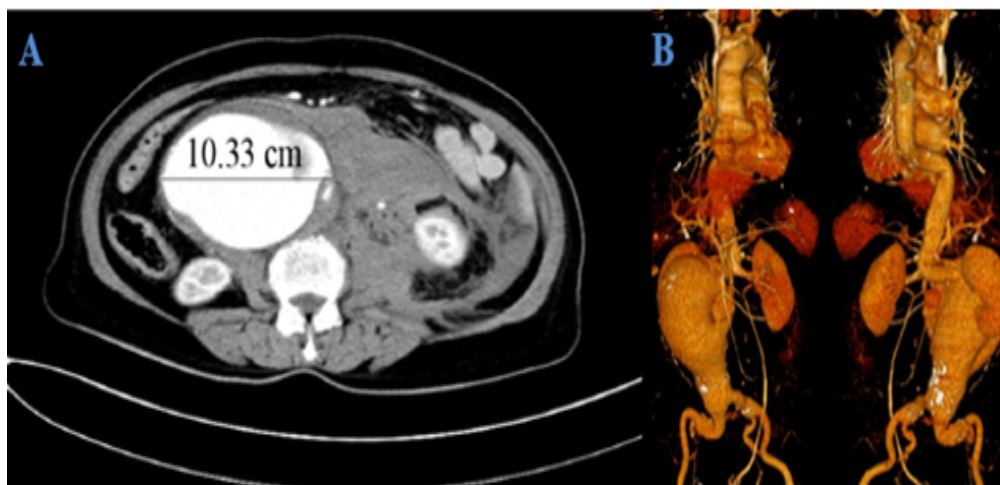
Estudo pré-operatório de AAA por TC; A- imagem axial por TC com AAA em rotura e hematoma na cavidade abdominal; B- Reconstruções VR 3D do aneurisma infrarenal e estruturas vasculares
